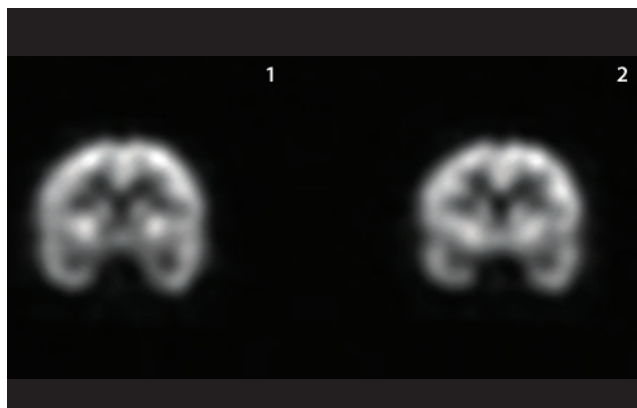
SPECT* cerebral. Imagen coronal con disminución de actividad en la región mesial temporal.
